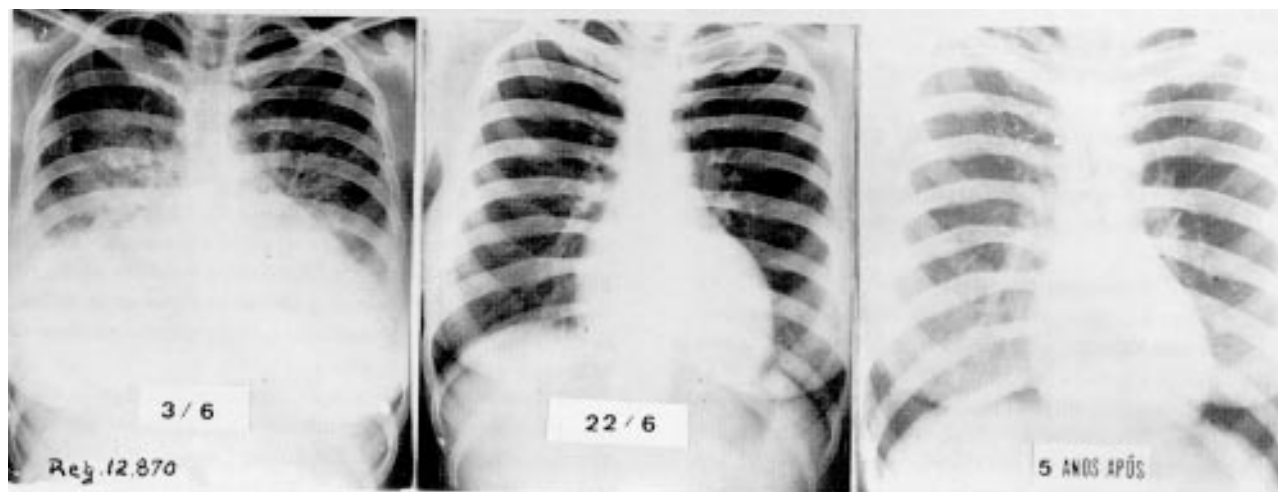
Branca, 29 anos, primípara, tendo apresentado quadro de toxemia gravídica. No 6º dia do puerpério, franca insuficiência cardíaca de rápida evolução. A radiografia de 3/6 demonstra aumento global da área cardíaca, derrame pleural bilateral e estase hilar. Vinte dias após, acentuada redução dos diâmetros cardíacos e campos pleuropulmonares normais. Cinco anos após, normalização da área cardíaca. A paciente levou a termo mais duas gestações, ambas decorrendo sem maiores anormalidades.
